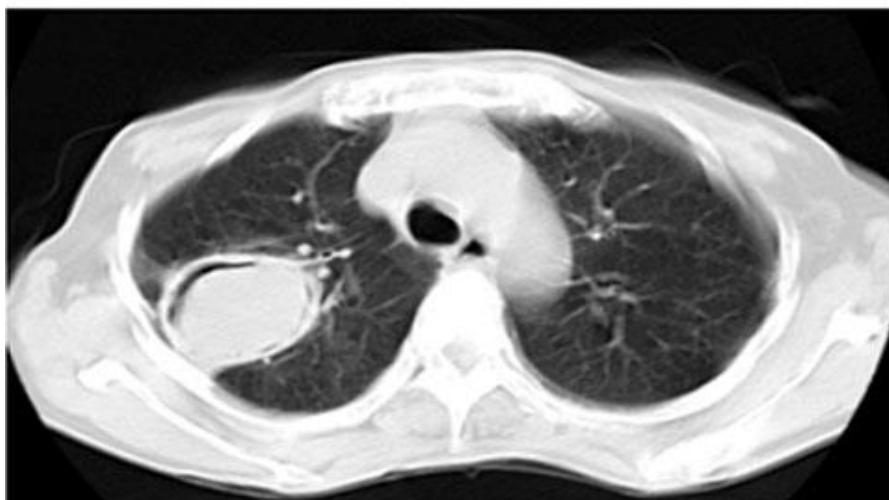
Tomografía axial computarizada de pulmones.
